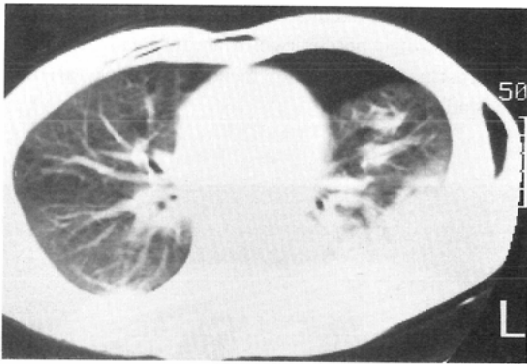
CT shows anteromedial pneumothorax and pulmonary contusion clearly.
